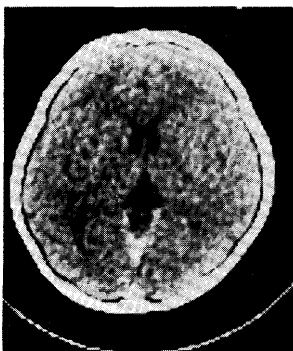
X-ray CT of a 2-year-old boy with moyamoya disease showing no abnormality.
